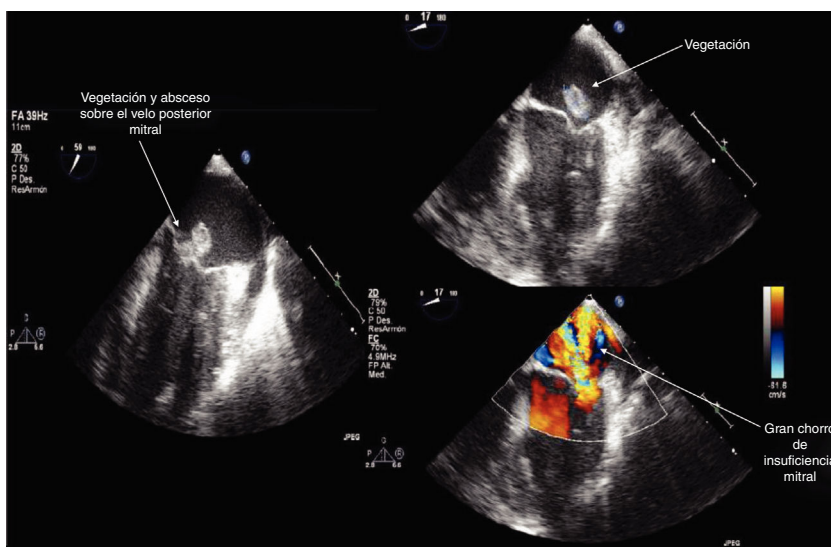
Imágenes de ecocardiografía transesofágica que muestran absceso de 14 x 8 mm con perforación del velo posterior mitral que condiciona insuficiencia mitral severa.
